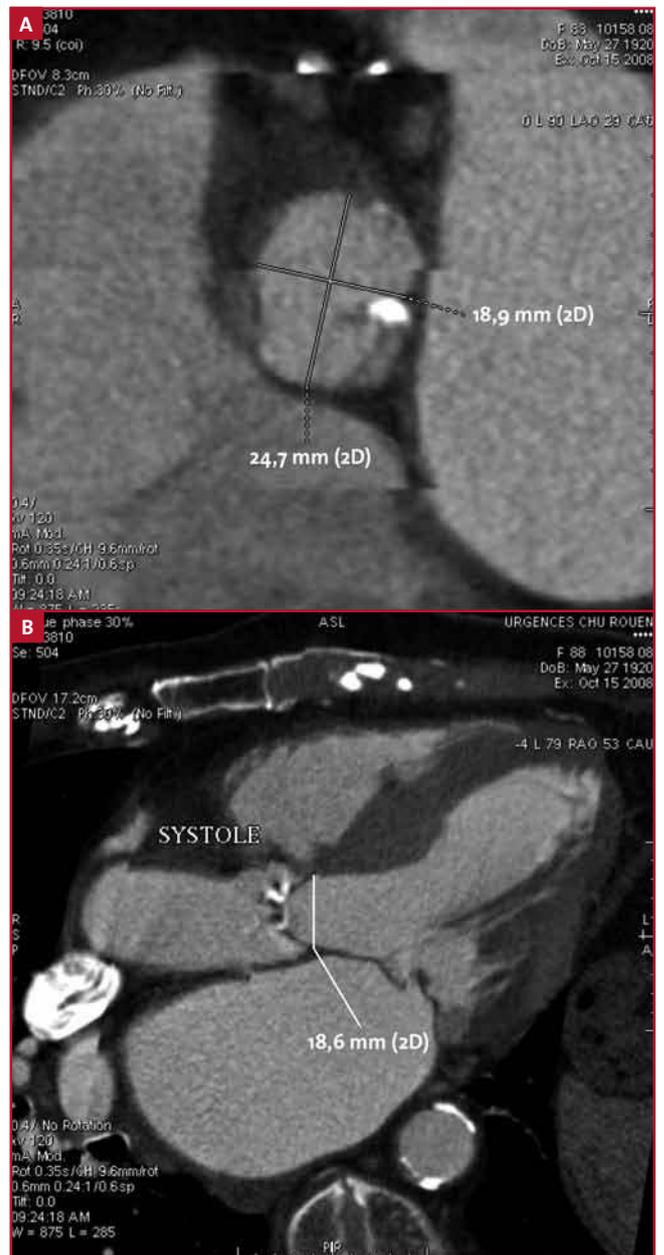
Patient âgé porteur d'une ectasie de la portion tubulaire ascendante de l'aorte thoracique et d'un rétrécissement aortique diagnostiqué comme serré (0,6 cm<sup>2</sup>) en échographie. Le scanner (A) et l'IRM (B) réalisés à titre préopératoire montrent de façon concordante une ouverture systolique plus large (1,5 – 1,6 cm<sup>2</sup>) de morphologie bicuspid.
